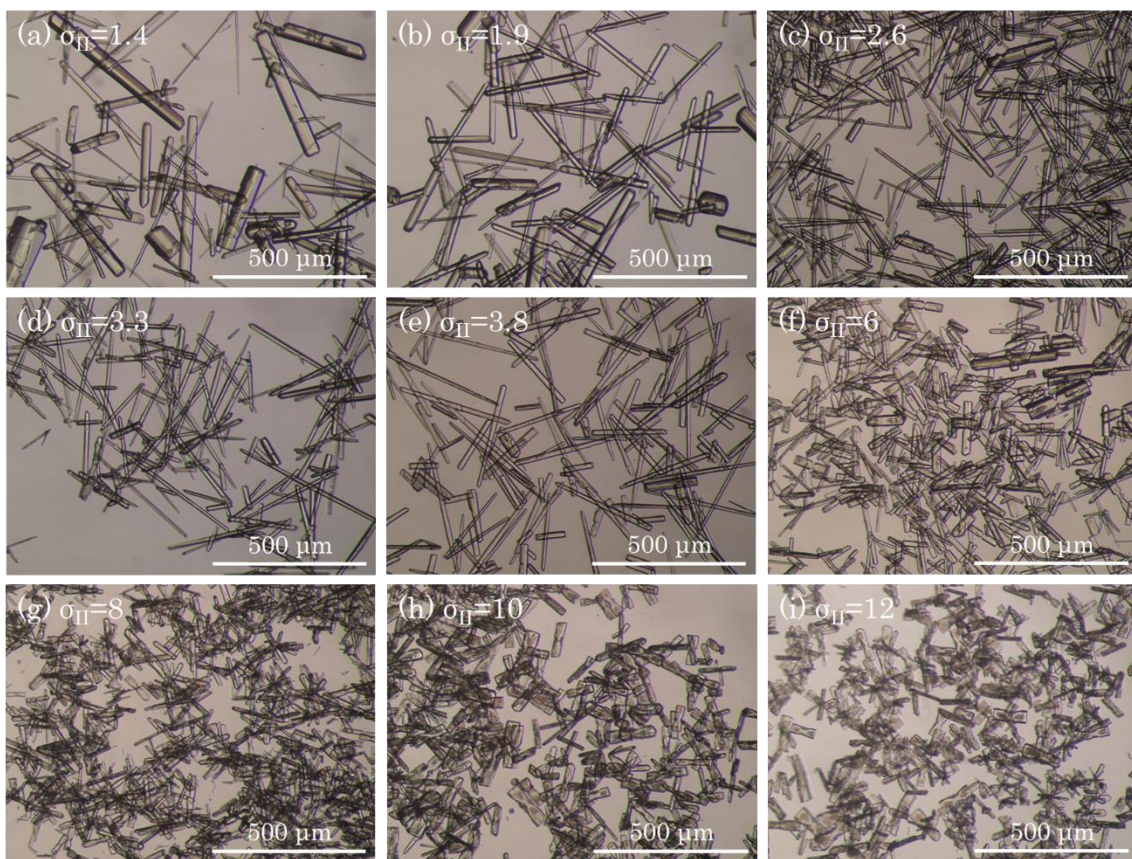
各過飽和条件において超音波照射により得られたII形結晶
